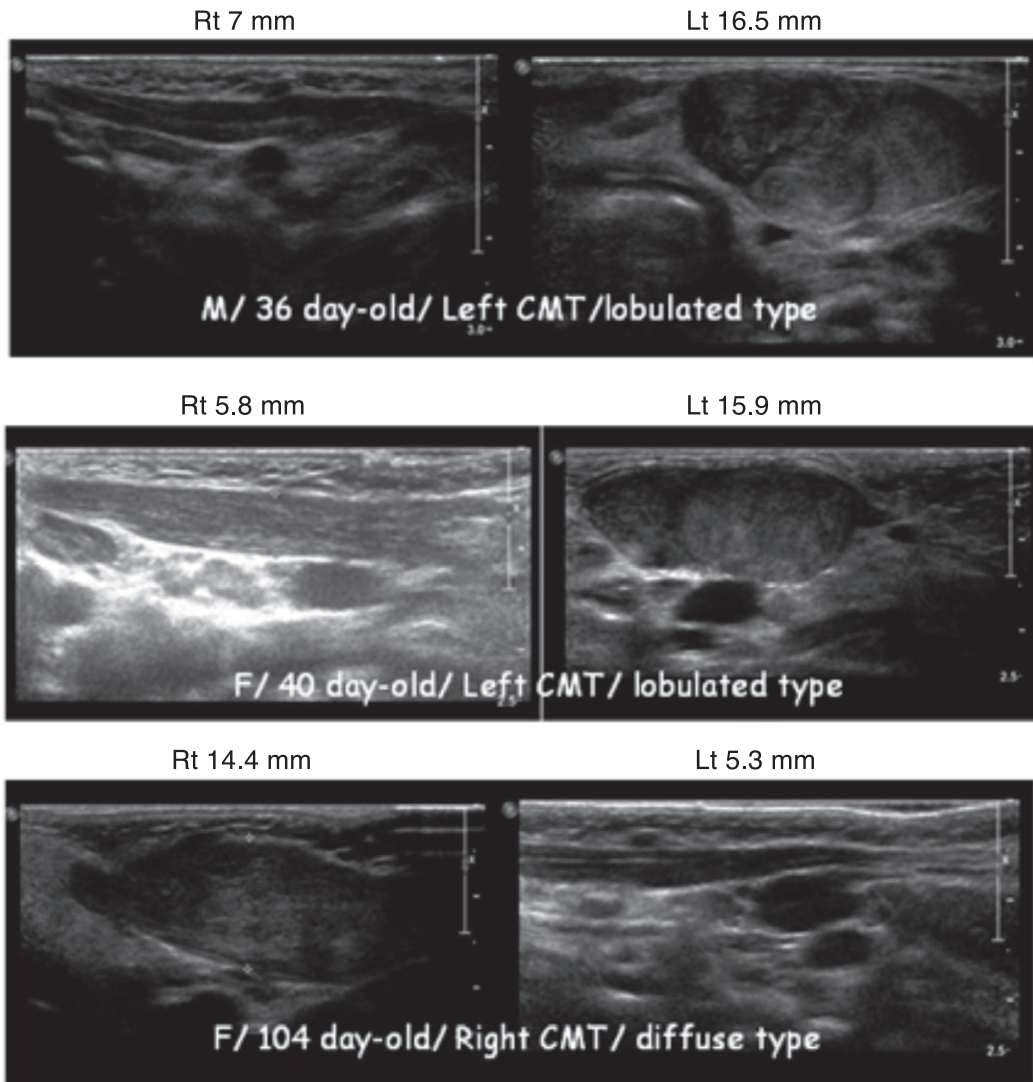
The ultrasonographic findings of the sternocleidomastoid muscle for the children who had congenital muscular torticollis (CMT).
